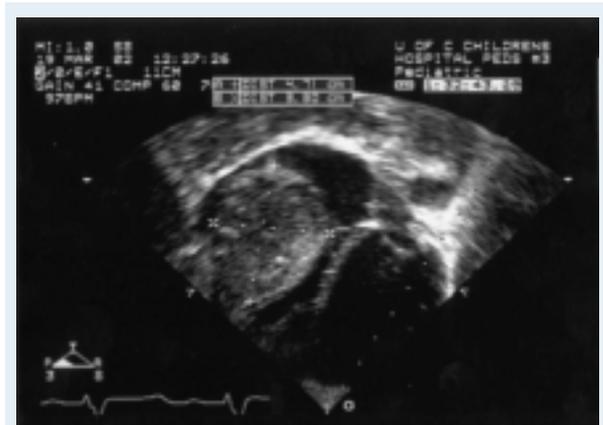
Enorme fibrome cardiaque comprimant la cavité ventriculaire droite vu à l'échocardiographie bidimensionnelle chez un enfant de 3 ans.
